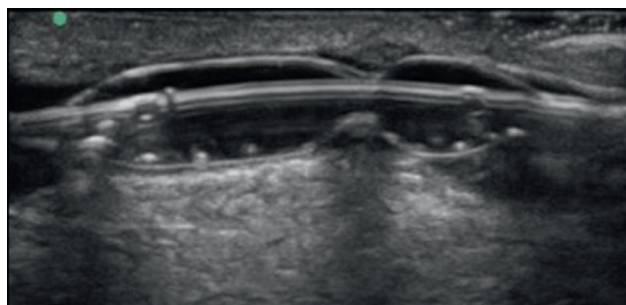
Aspect échographique du ballon au début de l'inflation avec persistance d'une encoche correspondant à la sténose. Échographie mode B, coupe longitudinale.
